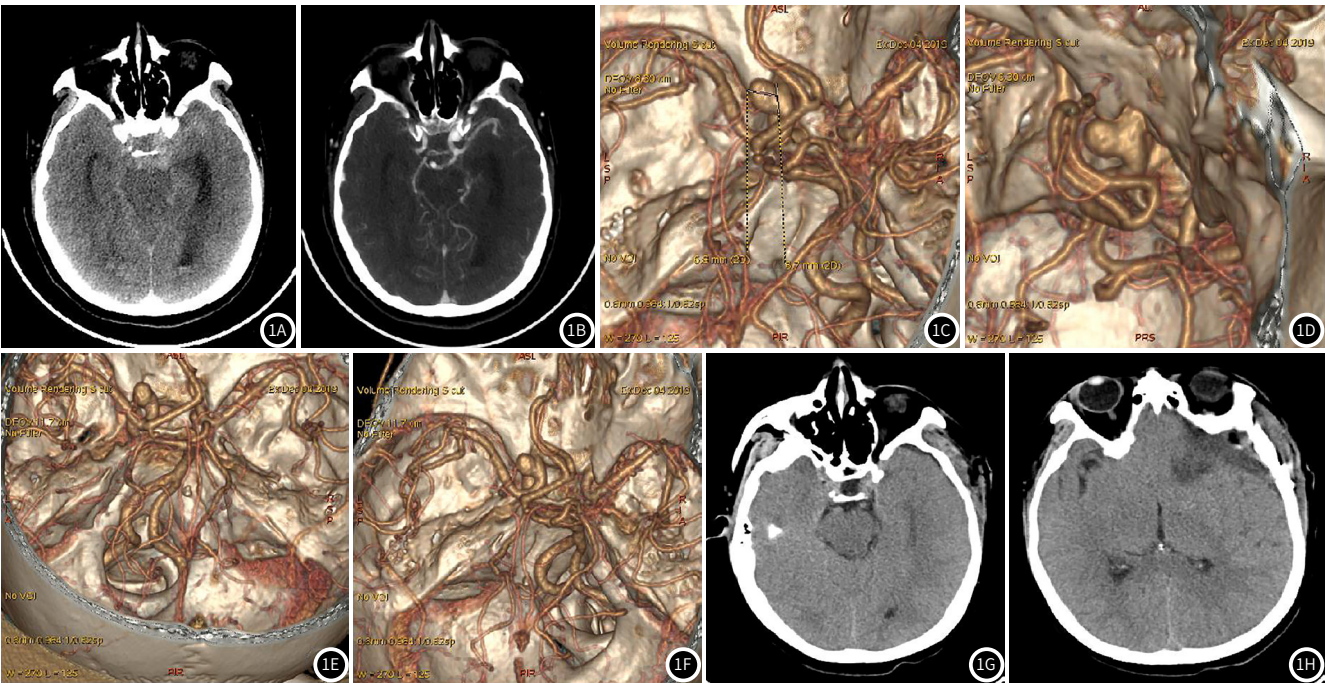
患者，男，56岁，主诉：突发恶心、呕吐2h，术前CT平扫示：侧脑室后脚、环池、外侧裂见铸形高密度影(图1A)，左侧为著。CT增强扫描示：左侧前床突见结节样高密度灶与血管关系密切并强化一致(图1B)。颅脑CTA示左侧颈内动脉床前突段见一类圆形高密度囊状凸起，基底较宽(图1C~图1F)，大小约7.6mm×5.9mm。左侧颈内动脉床突上段动脉瘤夹闭术+颅骨成型术后CT平扫示：脑窗示脑室及脑沟内积血较前吸收(图1G)；颅内少许积气(图1H)。骨窗示左侧颈内动脉床前突段见金属夹影，局部颅骨缺损。影像诊断：左侧颈内动脉床突上段动脉瘤。
